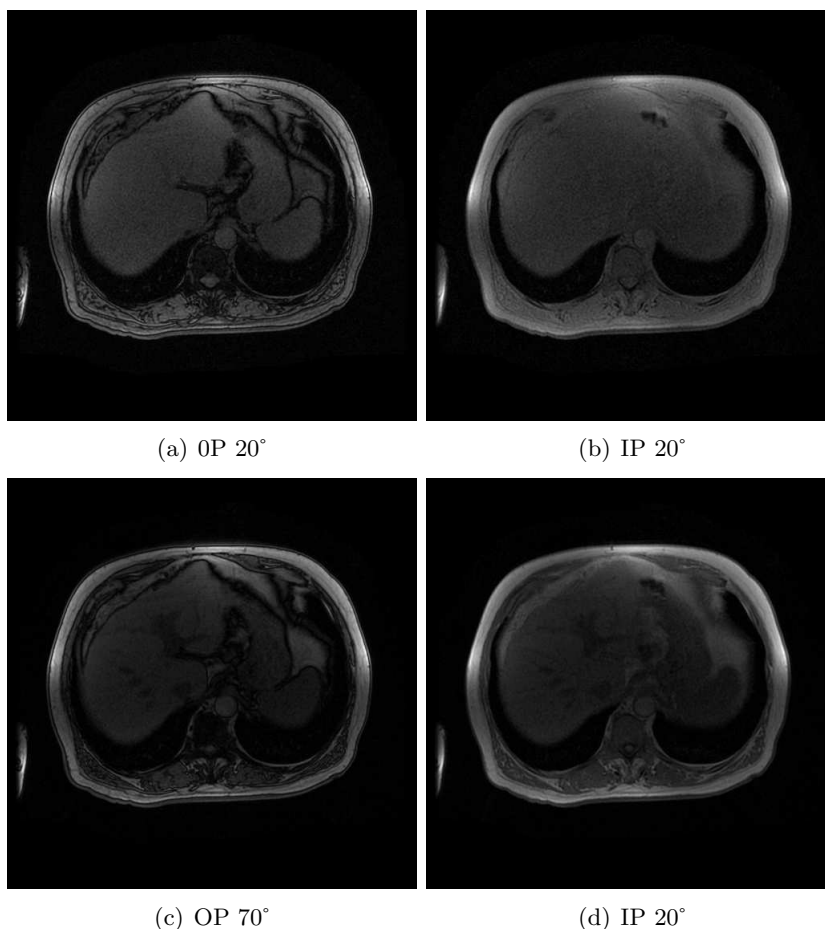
Coupes IRM hépatiques (écho de gradient IP/OP pondérée T1) avec un angle de bascule de 20° (a et b) et un angle de bascule de 70° (c et d).
